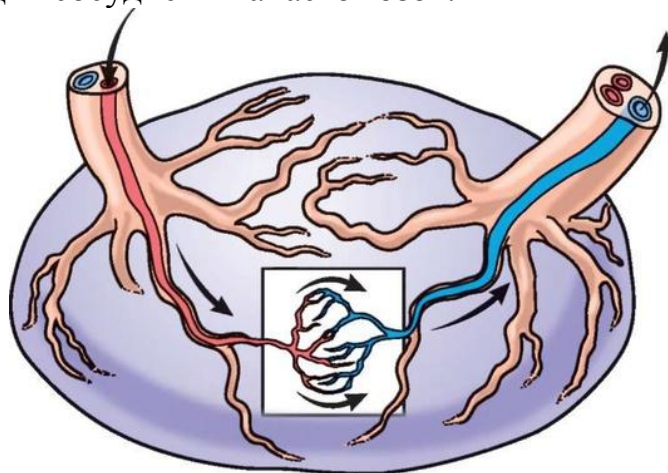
Формирование анастомозов в плаценте при фето-фетальном трансфузионном синдроме
